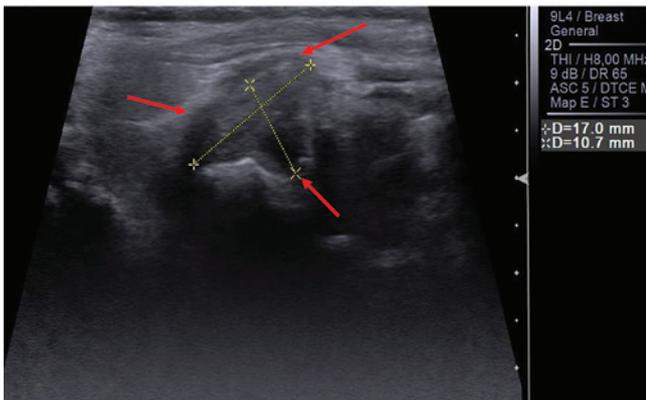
Ультразвуковая томограмма опухоли правого грушевидного синуса (красные стрелки). Косо-продольное сканирование переднебоковой поверхности шеи
